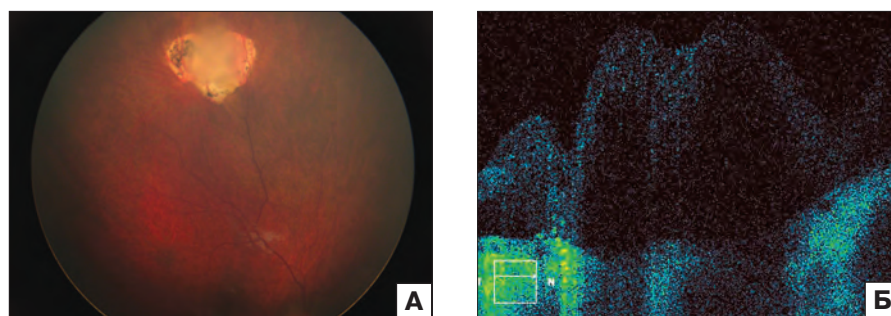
Офтальмоскопия (А) и оптическая когерентная томография (Б) остаточной опухоли, сохраняющейся после транспупиллярной термотерапии кальцифицированной малой ретинобластомы.
